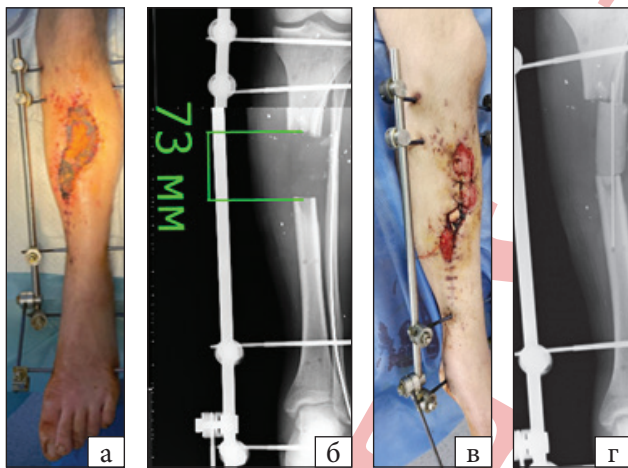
Фотовідбитки ушкодженої кінцівки (а) та рентгенограма під час госпіталізації (б). Фото після дебридменту та
